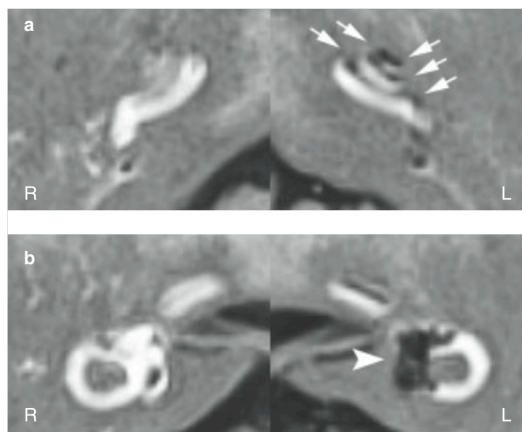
3T-MRI を用いた内リンパ水腫描出の一例：罹患側である左側は内リンパ水腫による透亮部分が認められる。
